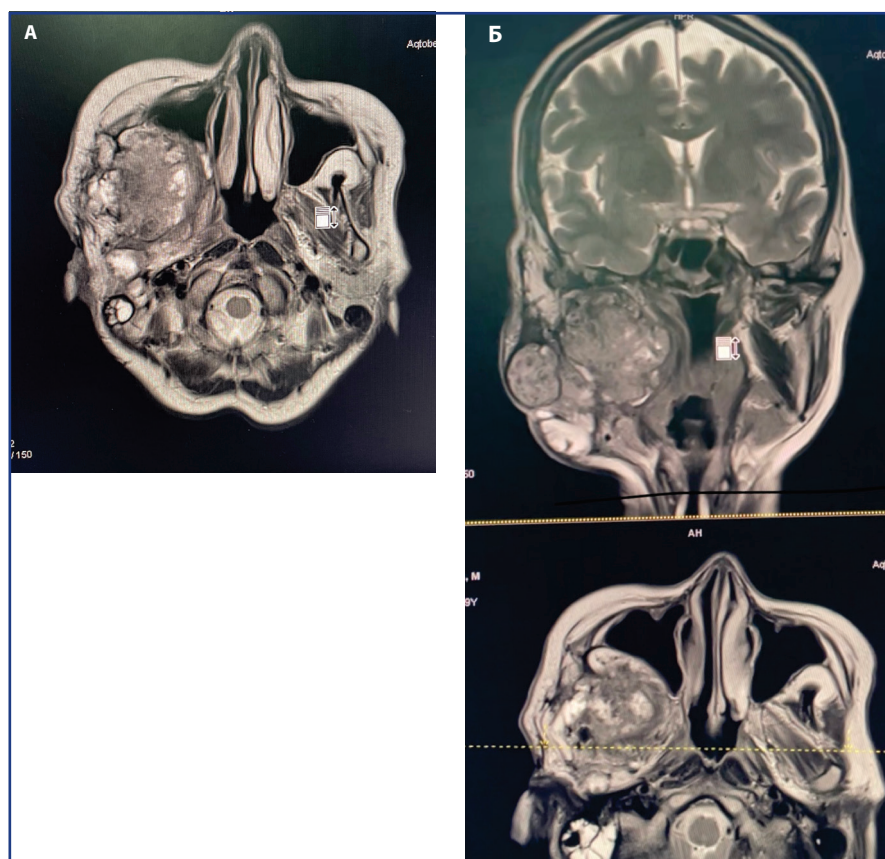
МРТ картина объемного образования в нижней челюсти у 63 летней пациентки с диагнозом «Амелобlastома нижней челюсти. Рецидив»: А – аксиальная проекция, Б – фронтальная проекция
